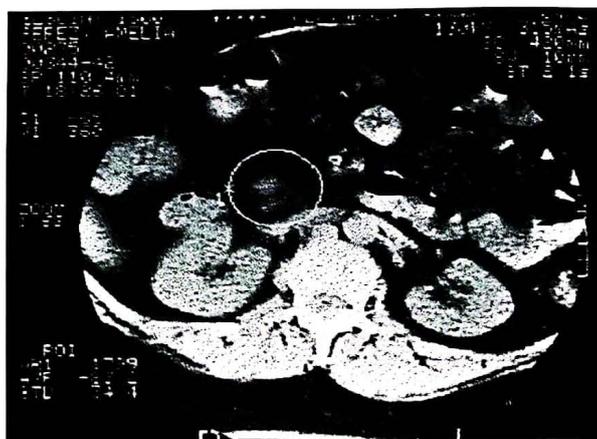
Resonancia magnética con insulinoma en la cabeza del páncreas.
